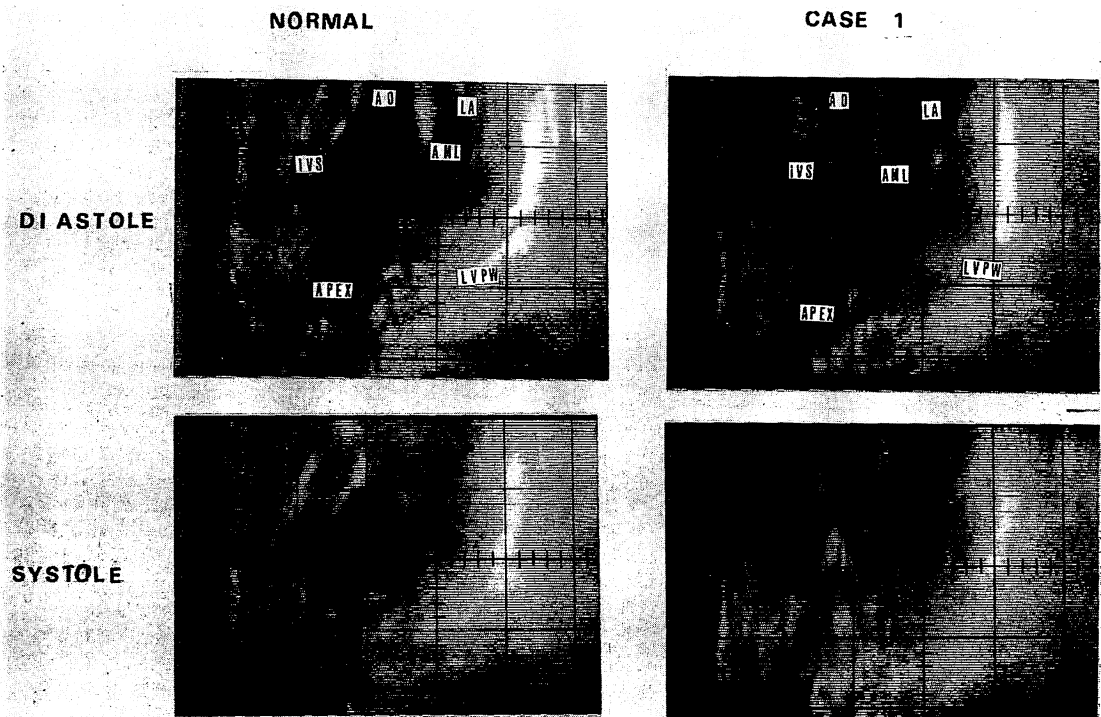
Real-time, two-dimensional echocardiogram.
